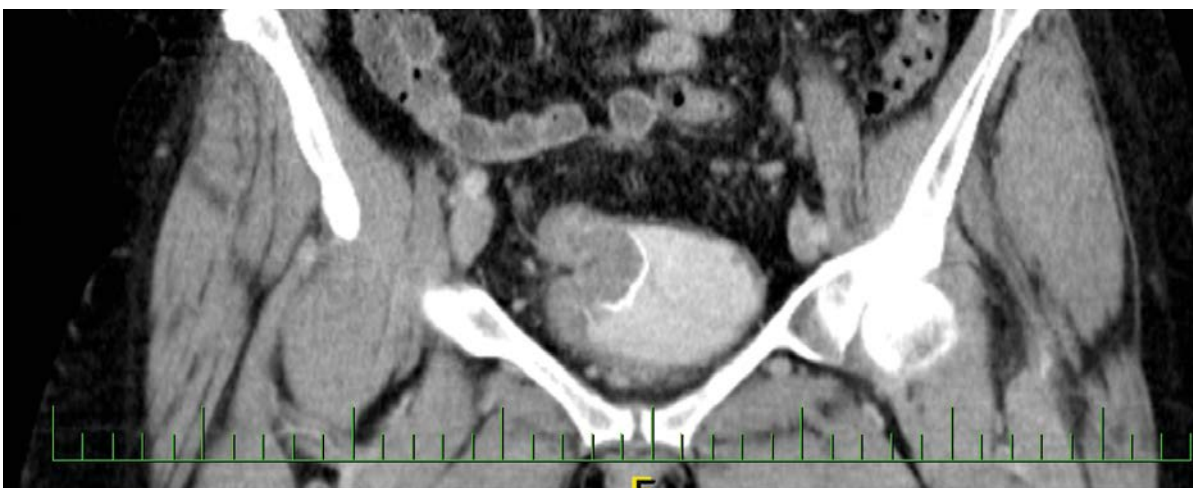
CT vyšetření zachycující intraluminální expanzi v augmentovaném močovém měchýři
